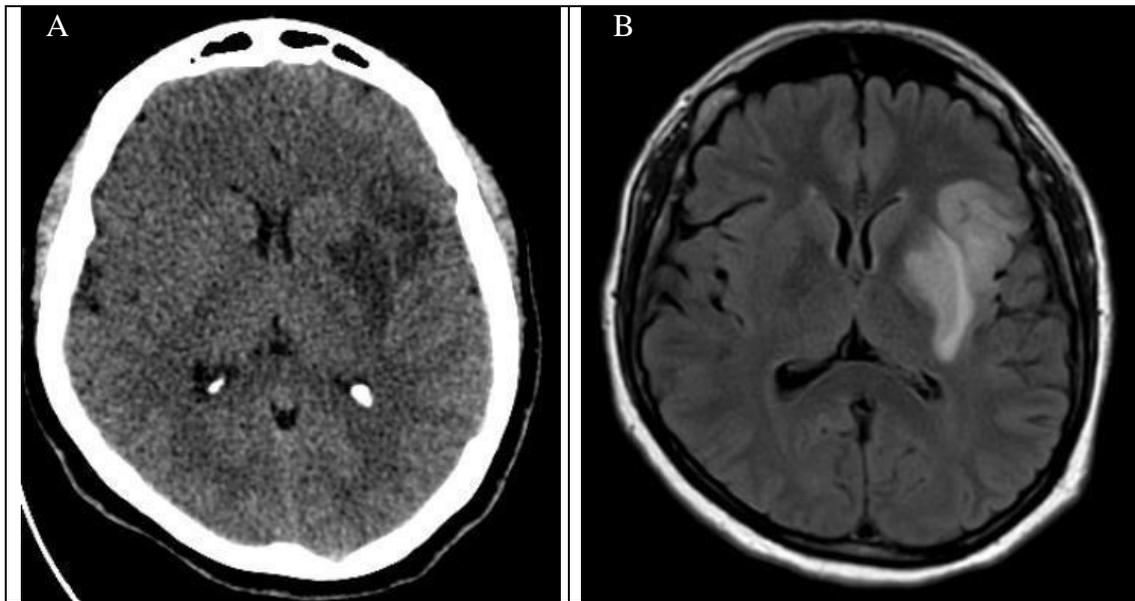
TC simple de cerebro revela ECV isquémico en territorio de la arteria cerebral media (Imagen A). RM simple de cerebro en secuencia Flair confirma ECV isquémico hiperagudo (Imagen B).
